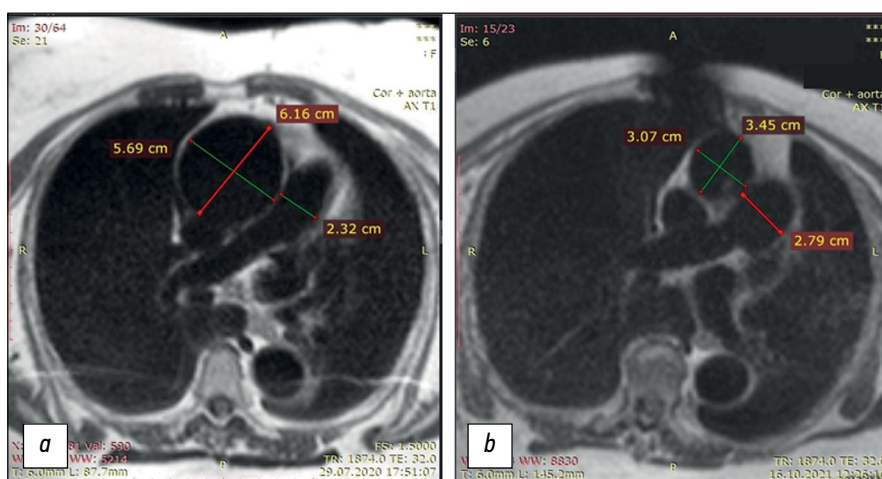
Поперечные срезы T1-взвешенных изображений органов грудной клетки, в частности грудной аорты, на уровне бифуркации лёгочной артерии у пациентки Б-к: *a* — до протезирования аневризматически расширенной грудной аорты, видно критическое расширение аневризматической восходящей аорты до >6 см; *b* — после протезирования аневризматически расширенной грудной аорты, нормальные величины поперечника восходящей аорты. Нисходящая аорта в пределах нормы как до, так и после протезирования. Обращает внимание расширение лёгочной артерии после протезирования до 27 мм, при исходном поперечнике при поступлении 23 мм. На послеоперационной томограмме также присутствует артефакт в области грудины от проволоочного металлофиксатора.
